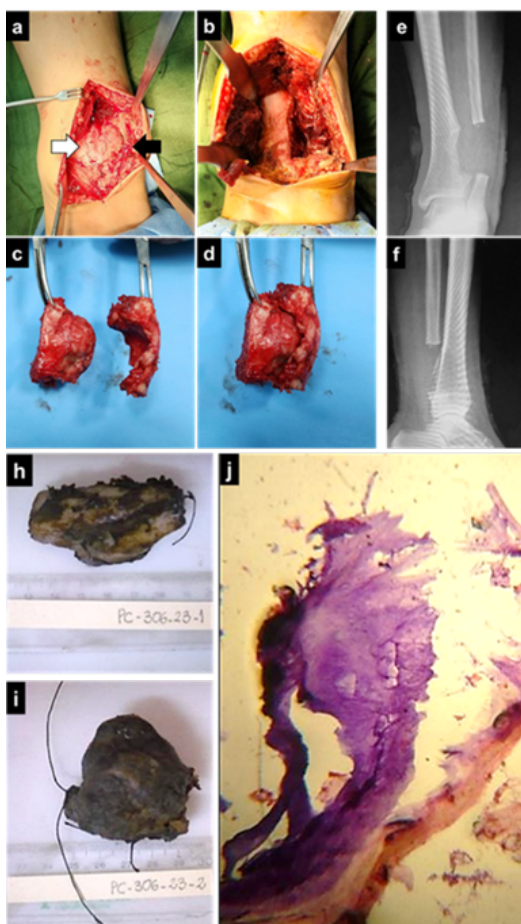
Fotos clínicas del intraoperatorio: Se observa la LOE del extremo distal de la tibia (flecha blanca) y la deformidad del peroné (flecha negra) aún in-situ (a); El defecto óseo resultante una vez tomadas las muestras (b); Las muestras obtenidas: separadas (c) y unidas tal y como lo estaban en el tobillo (d). Radiografías post-operatorias donde se evidencia el defecto óseo resultante de la resección-en-bloque (e, f). Imágenes macroscópicas de las muestras enviadas para biopsia (h, i). j: Imagen microscópica (j)
